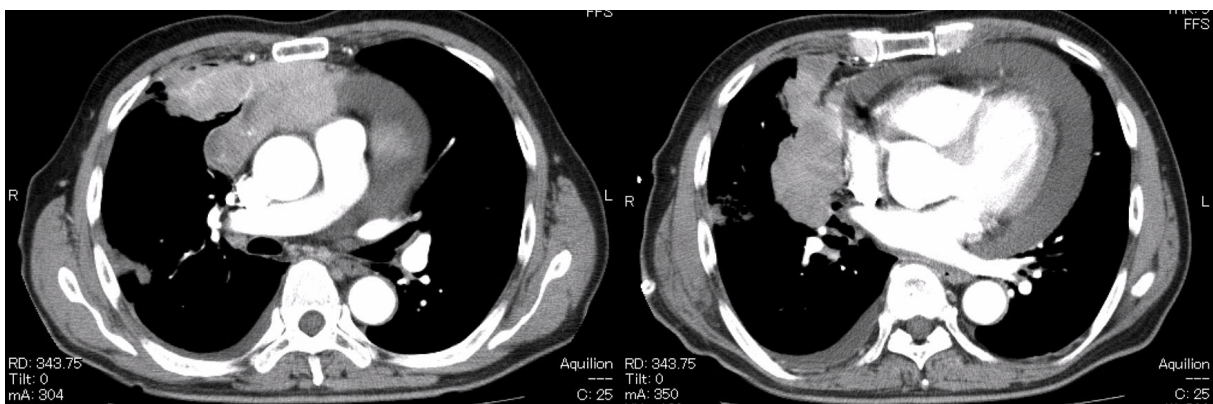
Contrast-enhanced computed tomography of the chest before treatment with pembrolizumab showed a mass occupying the right hilum, right lung, and anterior mediastinum. Right pleural effusion, pericardial effusion, and a nodule suggestive of right pleural dissemination were also noted.
